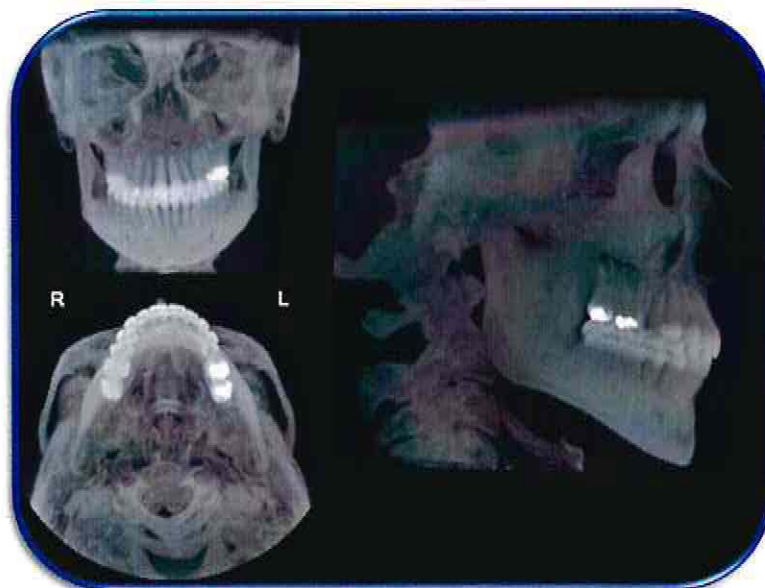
Imágenes 2D derivadas de la CBCT
